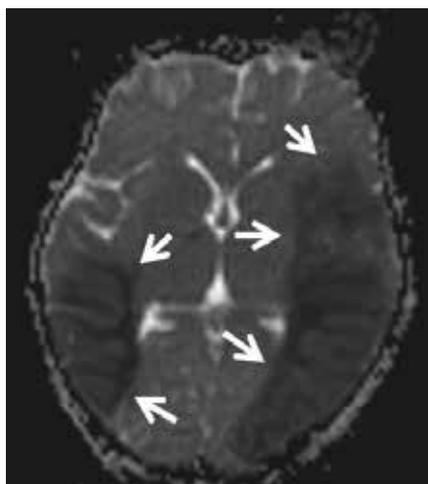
Magnetresonanztomografie – der ADC (apparent diffusion coefficient) weist hypointens (dunkel) das zytotoxische Hirnödem (Infarkte) beidseits im Medialstromgebiet nach (gleiches Kind wie in Abbildung 5a)
